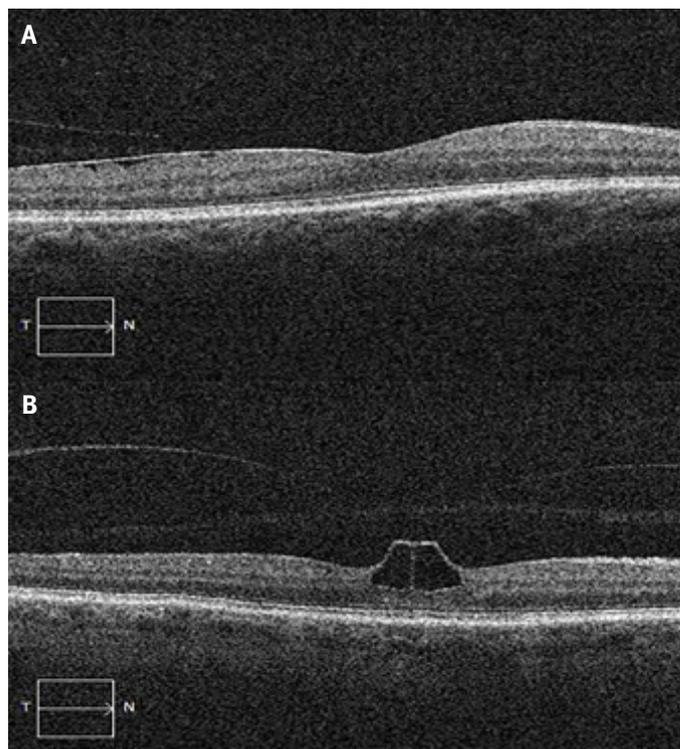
Imágenes de tomografía de coherencia óptica. A. Adhesión vitreomacular y membrana epirretiniana asociada con anatomía retiniana preservada. B. Síndrome de tracción vitreomacular con alteración de la anatomía retiniana.
